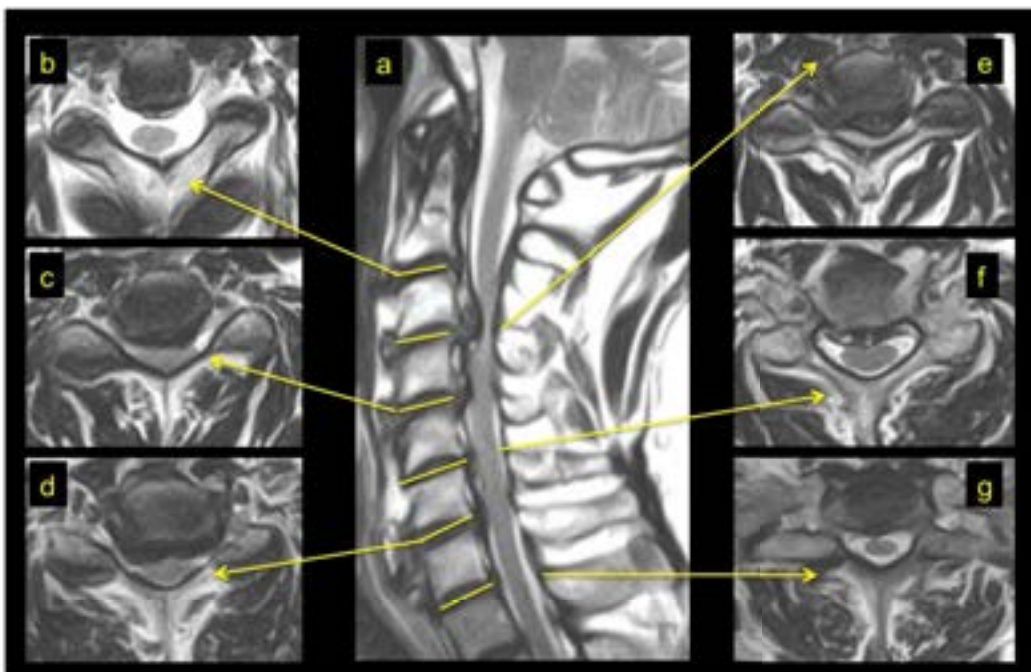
RM cortes mediosagitales y axiales T2
